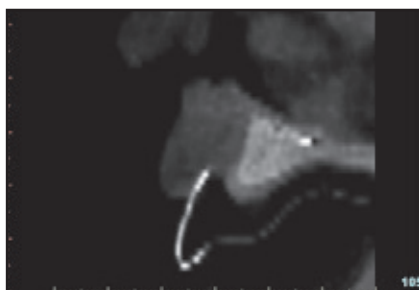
CT-Scan: Die Schablone aus röntgendichtem Material ist zu erkennen.
